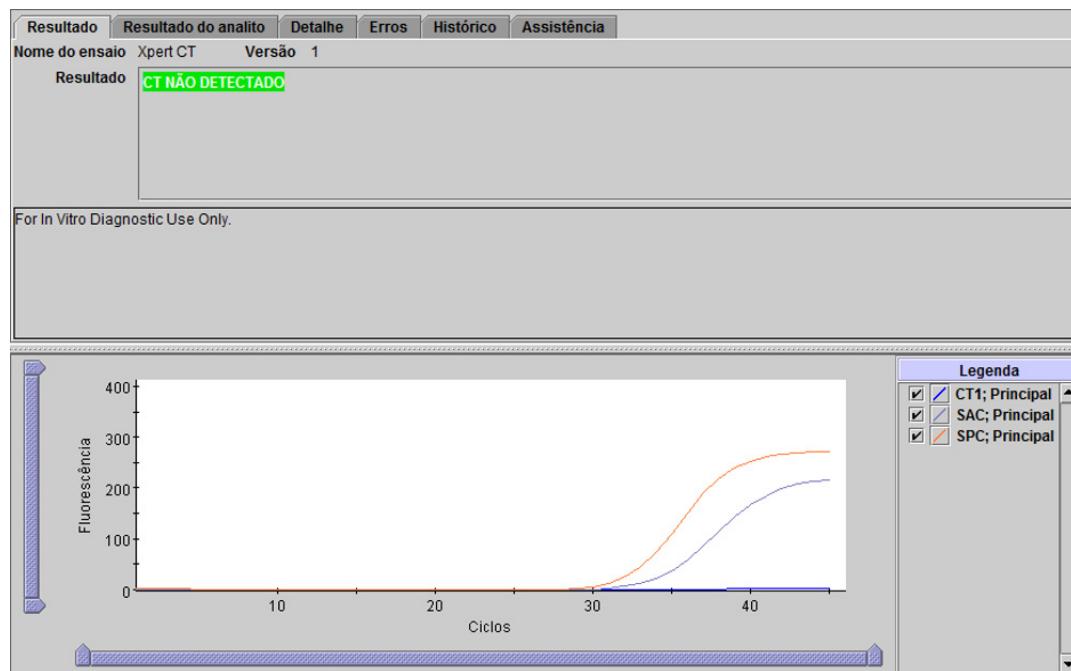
Xpert CT - CT não detectado
